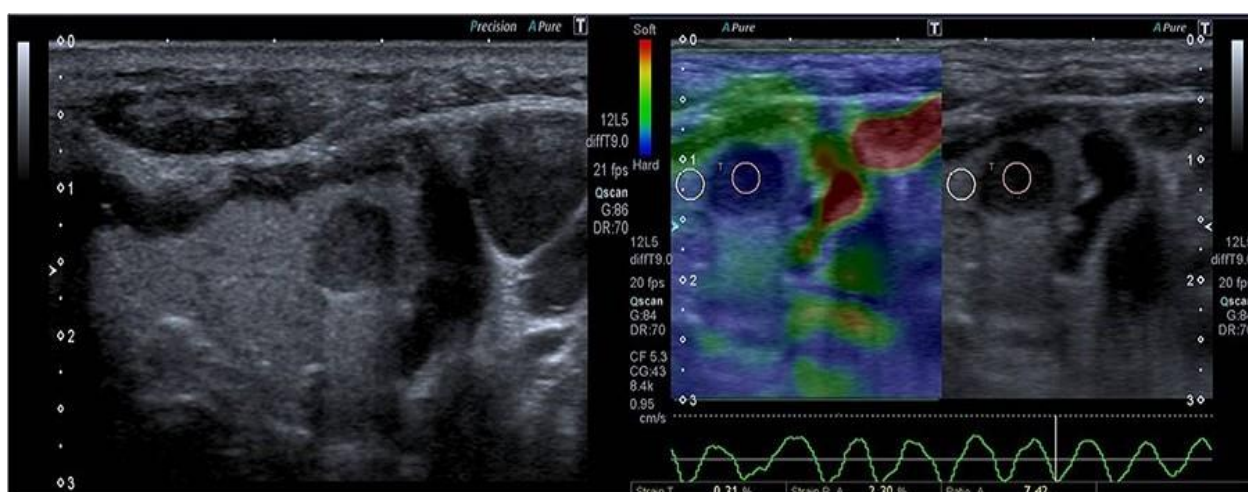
УЗИ органов шеи, режим серой шкалы: поперечное сканирование и СЭГ. В правой доле гипоэхогенный узел. На СЭГ интенсивное окрашивание, цветовой паттерн синего цвета, скорость проведения сдвиговой волны 4.8 м/с
